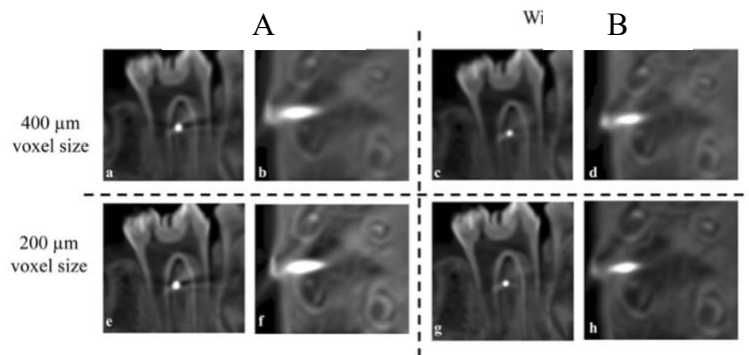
Imagen de CBCT corte coronal, se observan la posición de los TAD's en zona palatina. (107)
